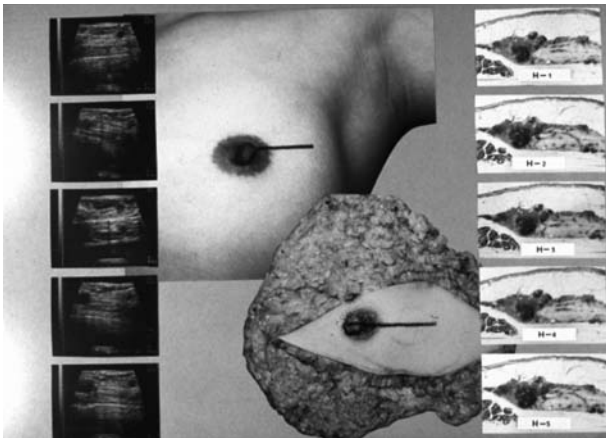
角田博子は超音波の連続断面を撮影し、組織の連続切片とで対比して乳管内成分を突きとめた。
